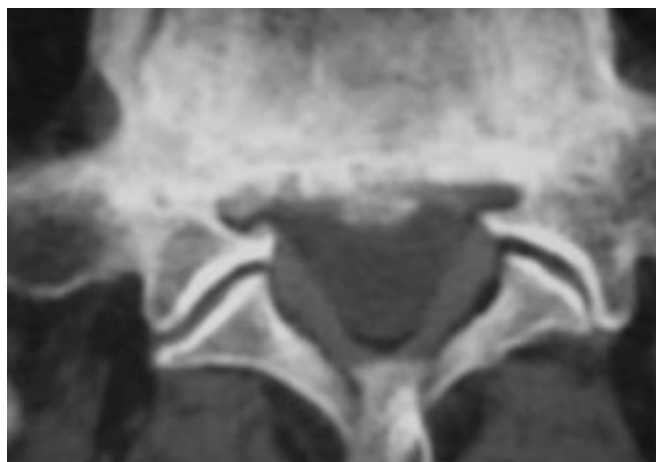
Sténose du récessus latéral par saillie disco-ostéophytique. Coupe TDM passant par la partie crâniale des pédicules de S1.
